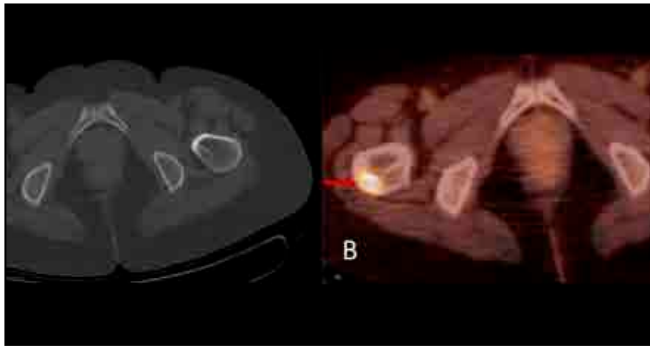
On CT (A) and PET-CT (B), the hypodense lesion on the right femur is marked with red arrows.
